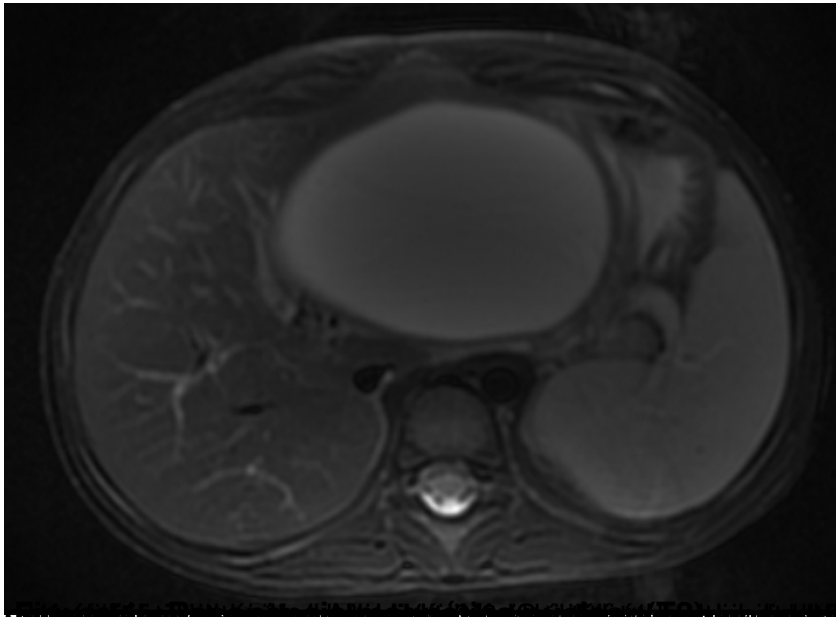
Resonancia magnética nuclear preoperatoria.
